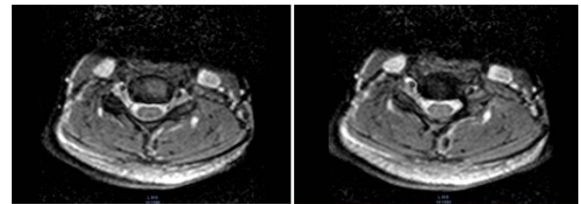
Axial T2 weighted MRI imaging of C5 and C6 vertebrae showing deficient posterior lamina and defective fusion of posterior elements.
